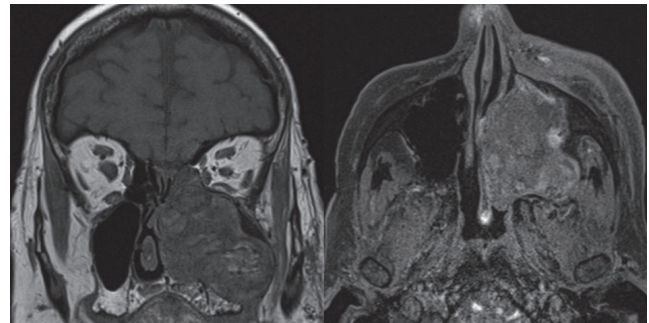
Corte coronal y axial de RM: masa heterogénea con extensión a región malar y con invasión de celdillas etmoidales inferiores que produce significativa remodelación ósea del suelo de la órbita izquierda.
